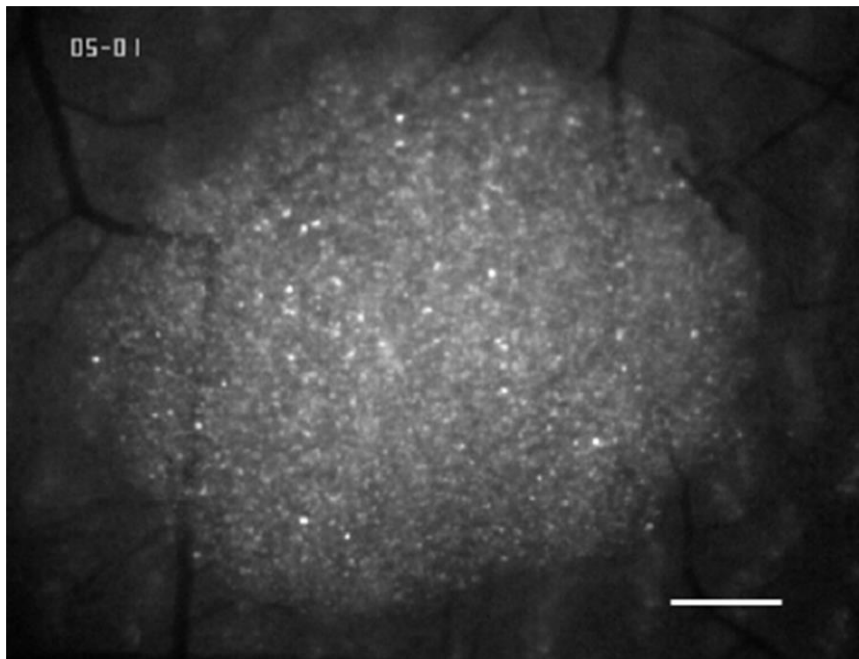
GFP-transfizierte CT26.WT Zellen am Tag 0 nach Implantation in die Rückenhautkammer, Maßstab= 300µm
